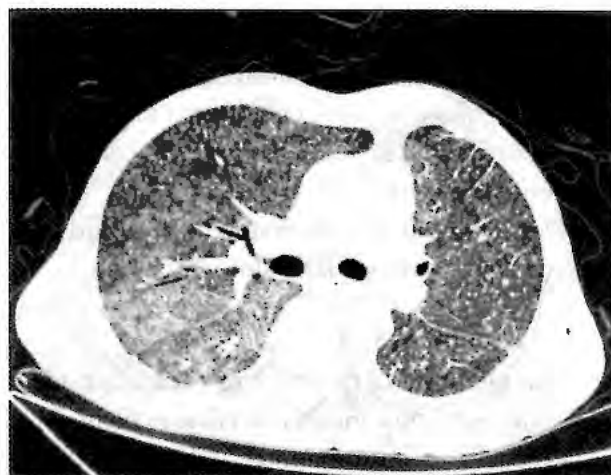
Tomografia computadorizada de paciente com tuberculose miliar.
